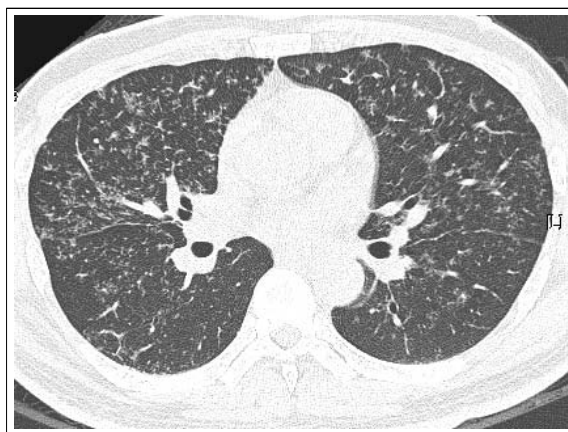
High-resolution computed tomogram of the lungs demonstrates diffuse well-defined miliary nodules with some poorly-defined nodules and branching linear structure. There was interlobular septal thickening and peribronchial interstitial thickening.
